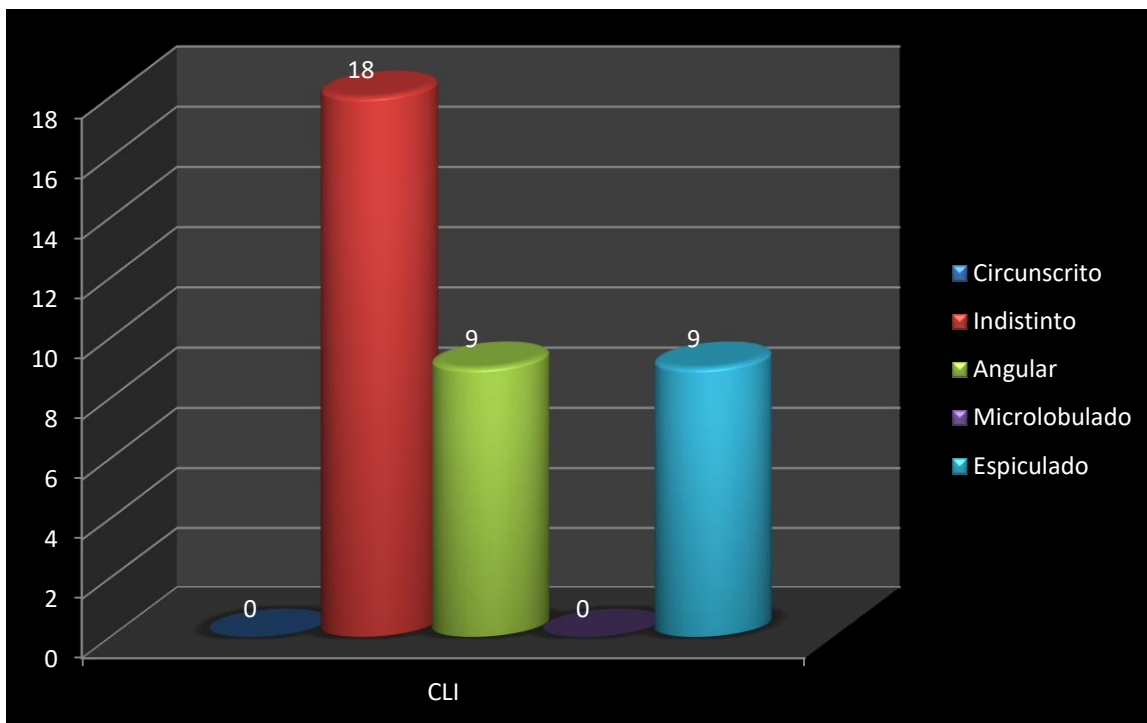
Frecuencia de márgenes en ultrasonido en el carcinoma lobulillar invasor.
